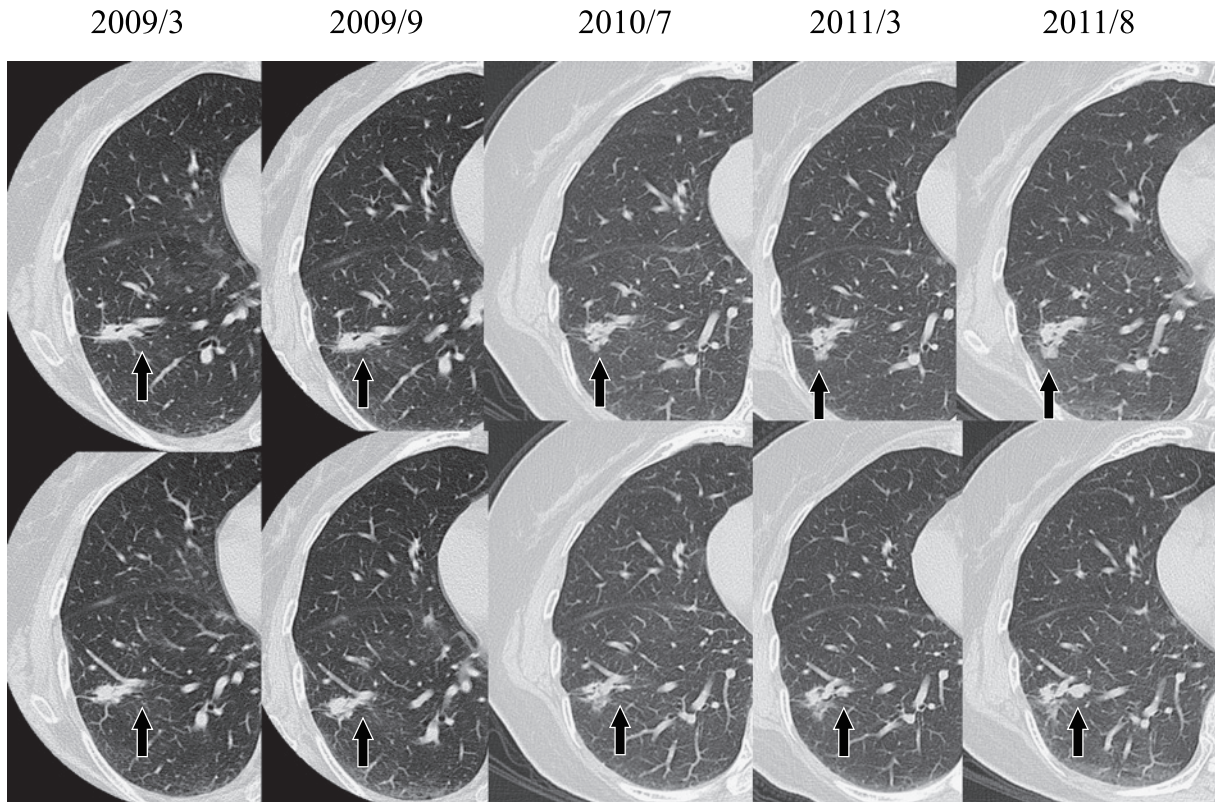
High-resolution CT showed regrowth of the primary tumor following treatment with erlotinib.
